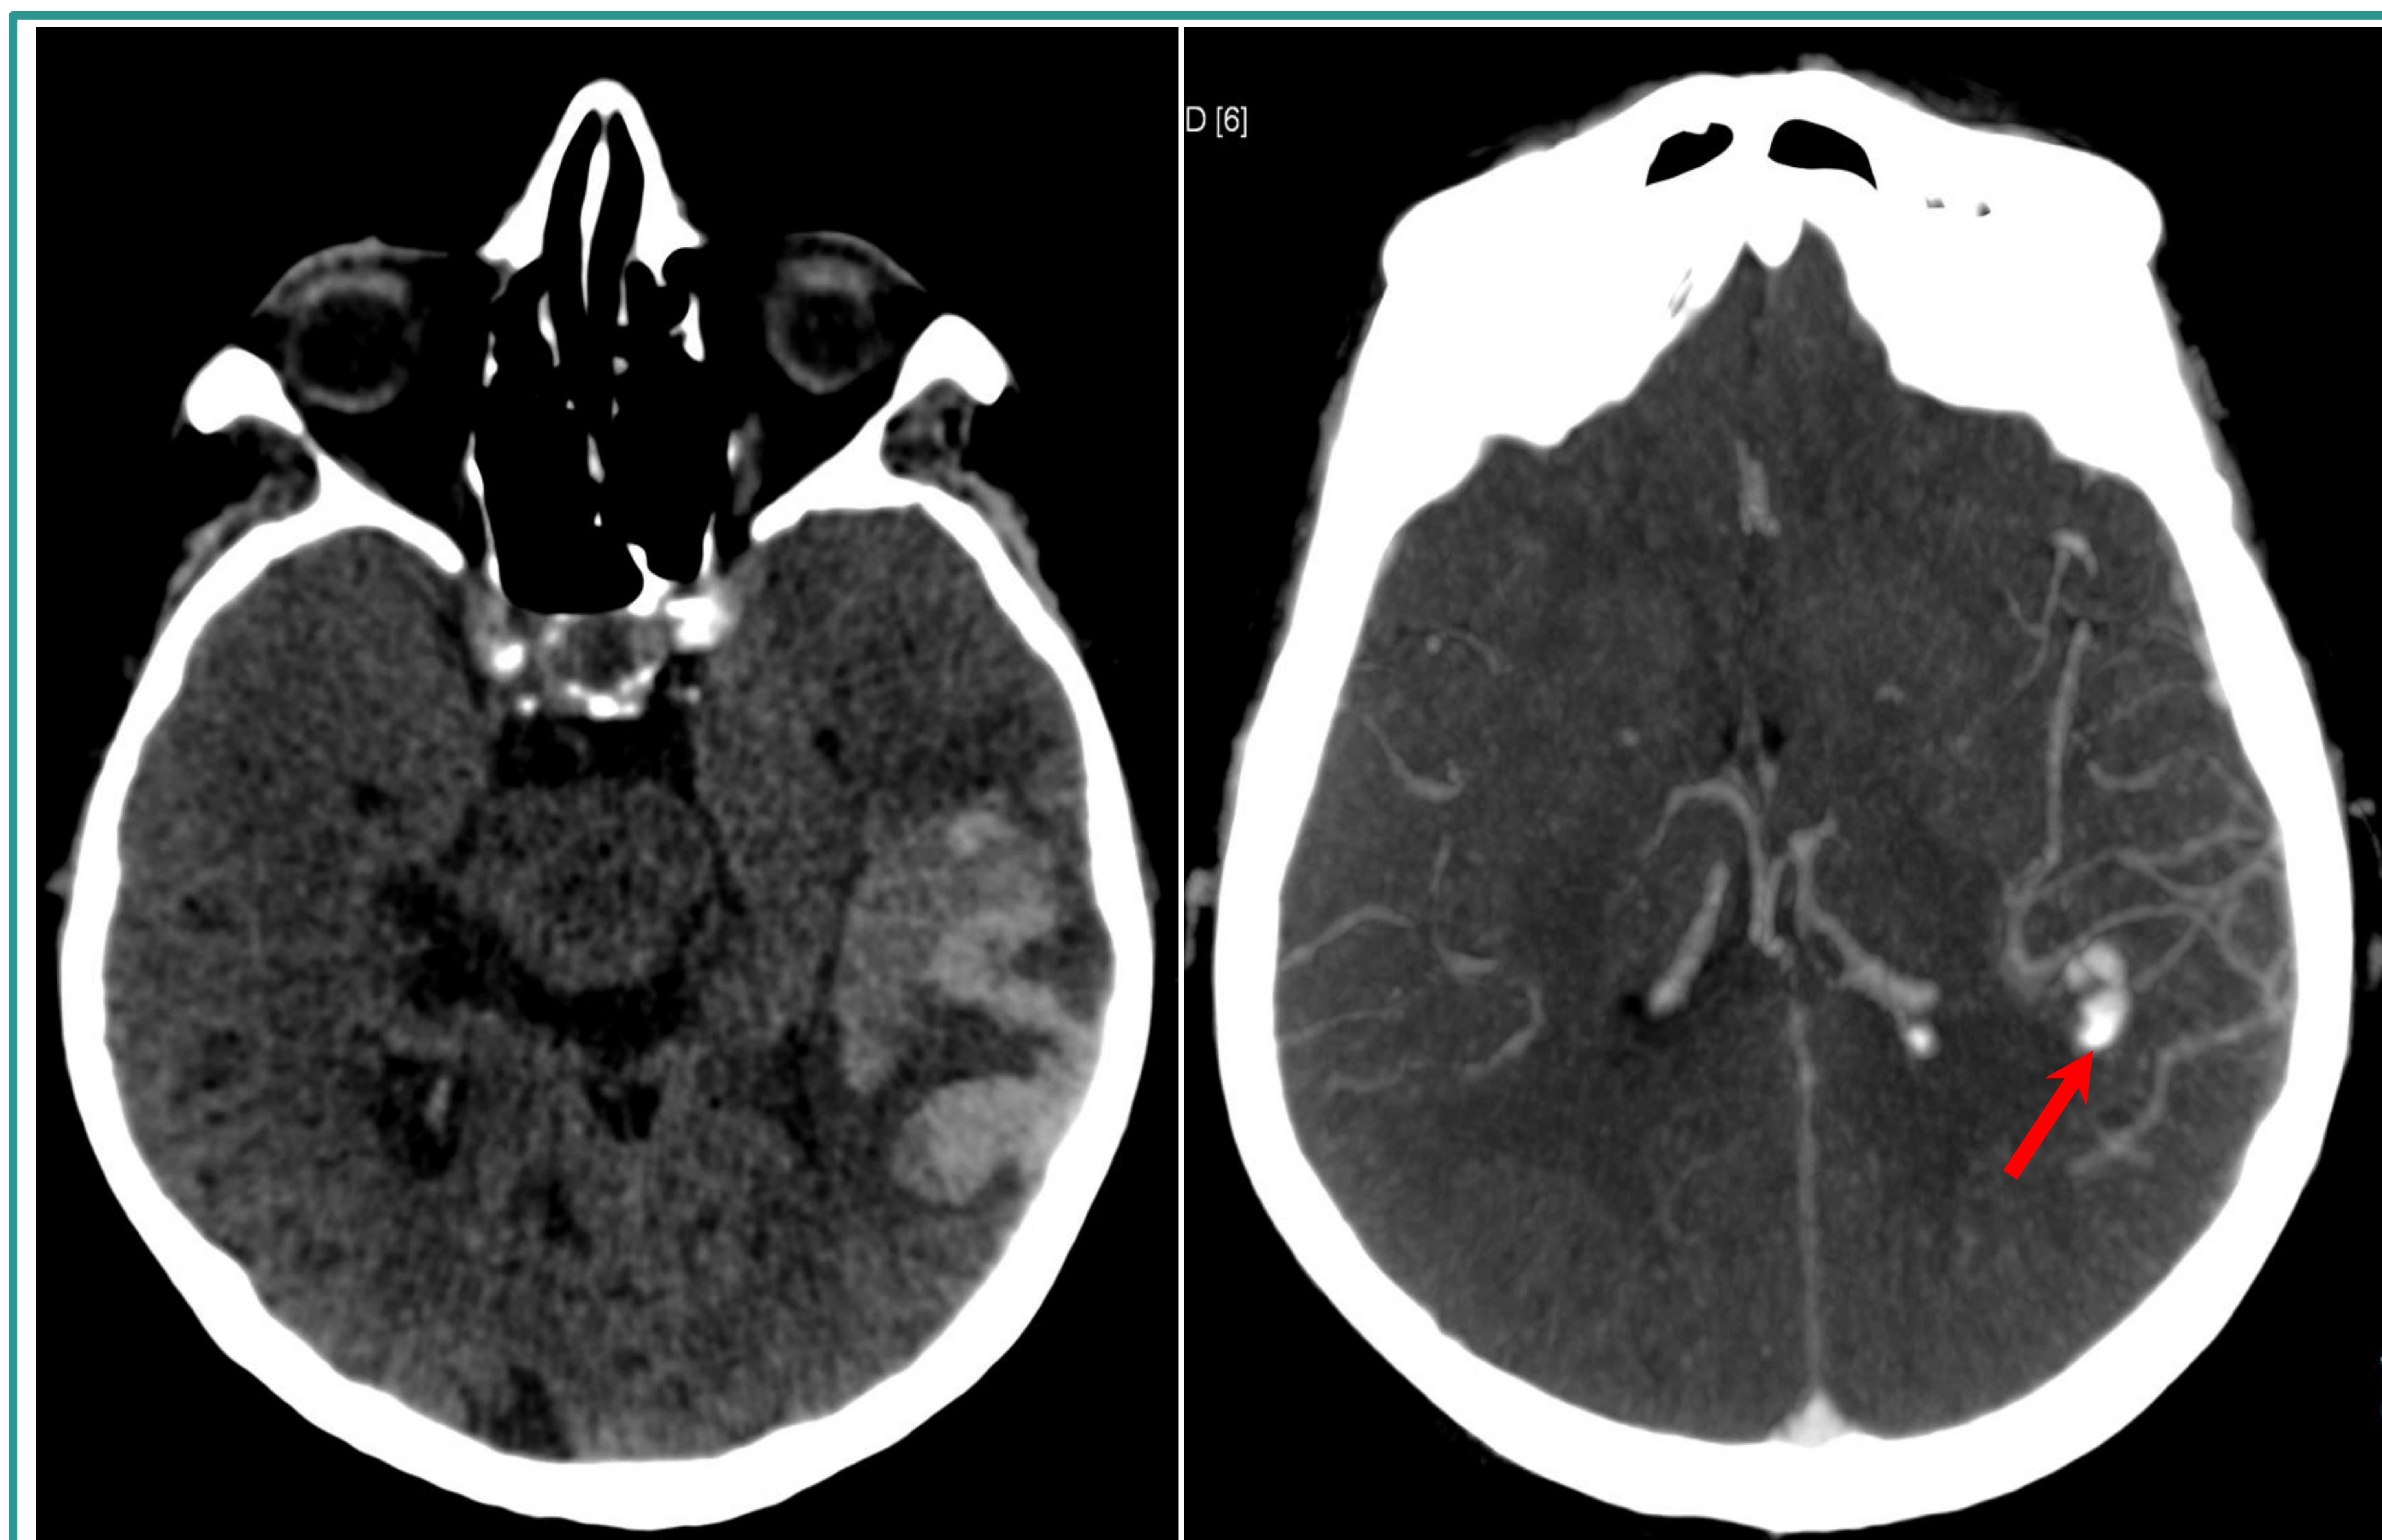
Imágenes axiales en TC. Hematoma intra axial agudo ttemporo-parietal izquierdo (izquierda). Tras la administración de contraste intravenoso (imagen derecha) se visualiza un nidus vascular que se comunica con pequeños vasos corticales, sugestivo de malformación arteriovenosa en el lugar del sangrado (flecha).
